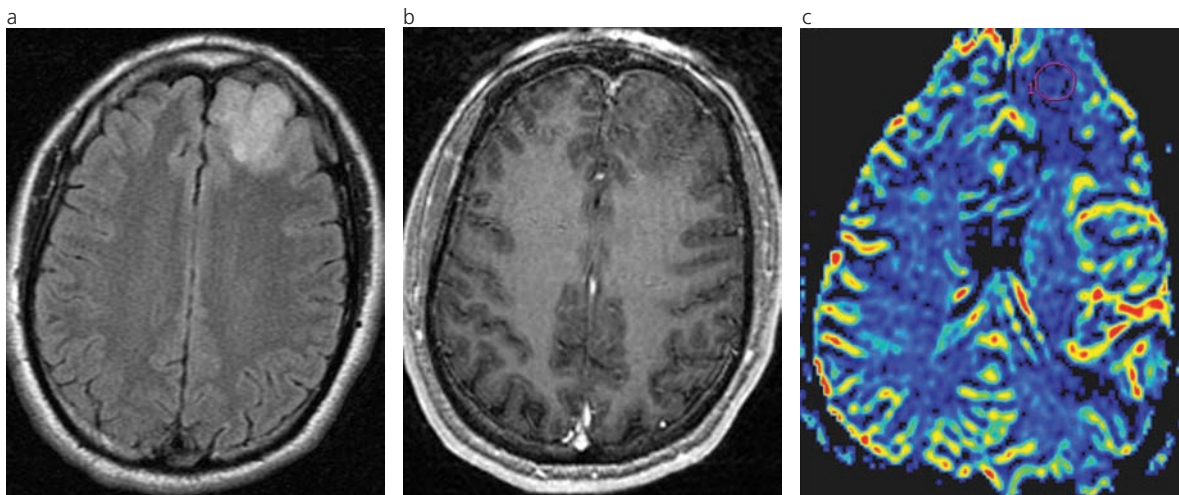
RM de un oligodendroglioma grado II con valor de rCBV < 1.75 y estudio genético que reveló 1p/19q intacto. (a) Lesión tumoral hiperintensa en secuencia FLAIR ubicada en el lóbulo frontal izquierdo a nivel córtico-subcortical. (b) Secuencia volumétrica con reconstrucción axial ponderada en T1 SPGR luego de la inyección de gadolinio, en la que se muestra ausencia de realce tumoral. (c) Secuencia de perfusión en la que se evidencia una zona hipointensa, con bajo rCBV (círculo), coincidente con la lesión descrita en A.
